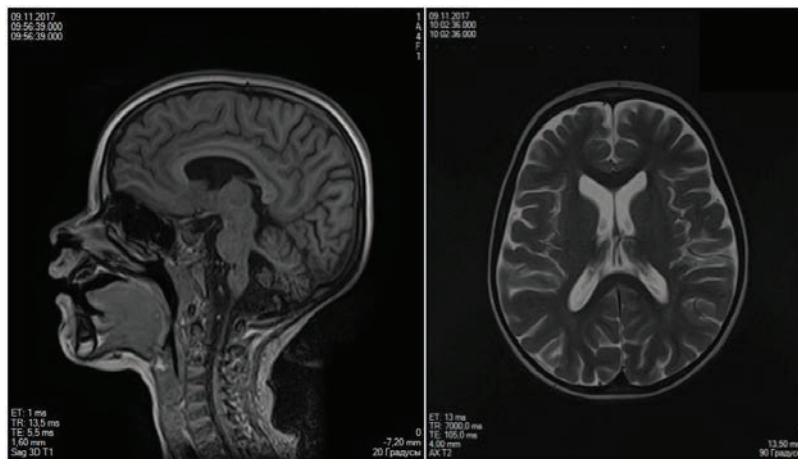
МРТ головного мозга больной Ш.: *a* – сагиттальный срез, *b* – аксиальный срез
